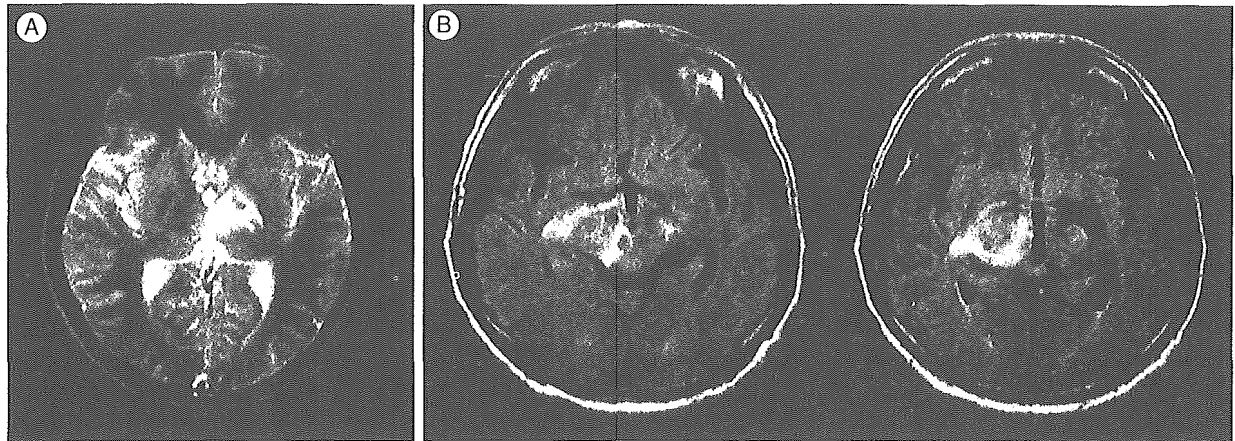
急性型神経Behçet病患者のMRI所見
